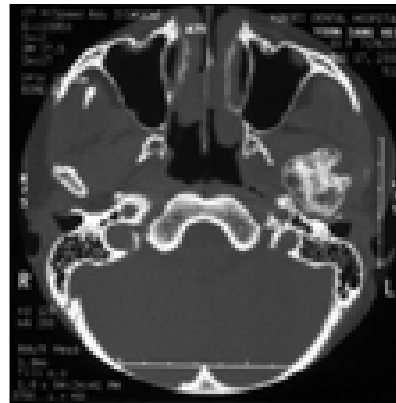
Preoperative CT(coronal view)
